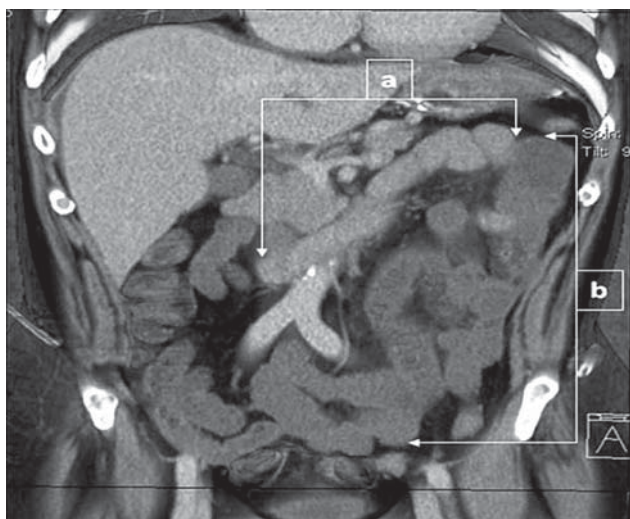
TC cu angiografie:
